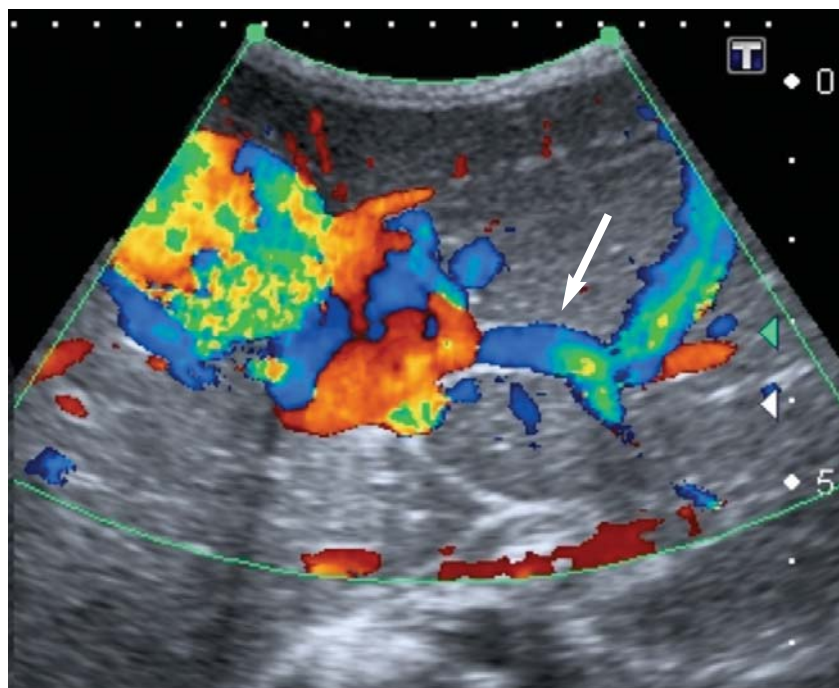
Eco Doppler color.
